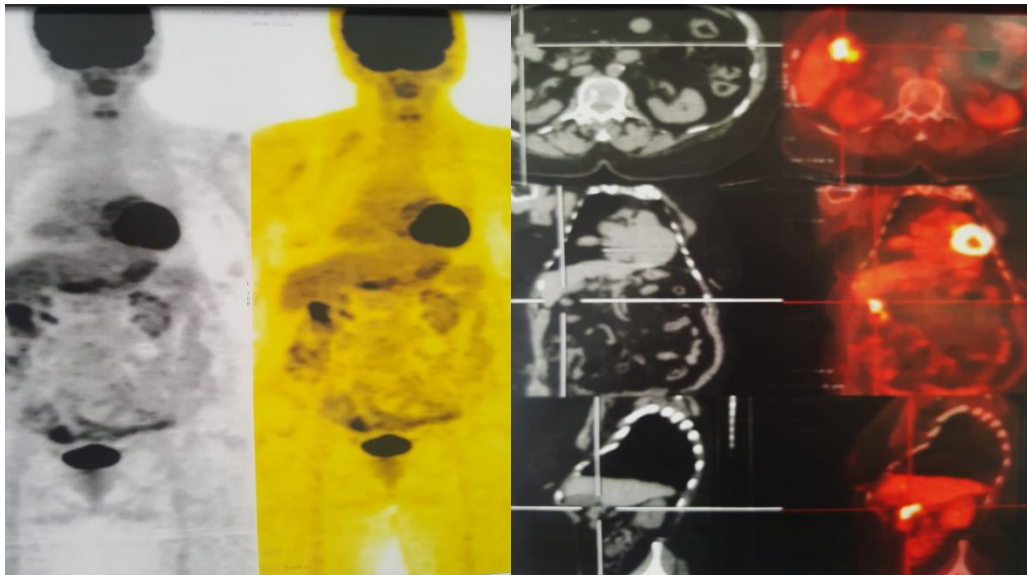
Image de tomographie par émission de positons objectivant une hyperfixation non spécifique au niveau de colon droit
